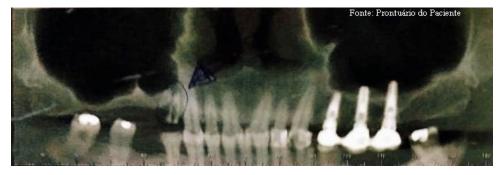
Tomografia volumétrica de feixe cônico. Na visão total da maxila, é possível observar suas características anatômicas, como a altura do rebordo alveolar e sua proximidade com o seio maxilar, a quantidade óssea, o seio maxilar, a disposição dos dentes no arco superior, espinha nasal anterior dentre outras características da anatomia.
